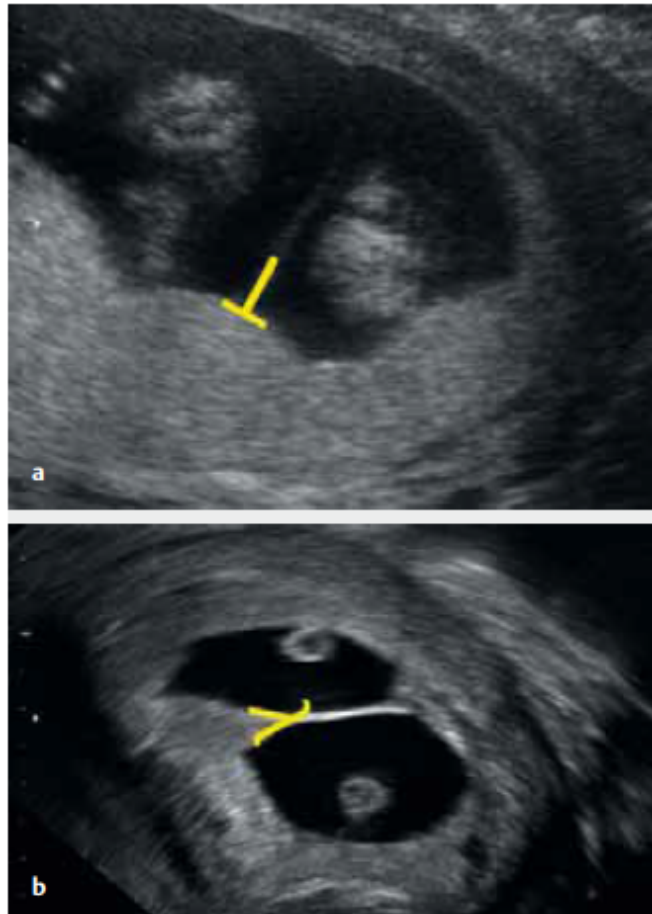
Chorionizitätsbestimmung mittels Sonographie. a „T-Zeichen“ bei MCDA Zwillingschwangerschaft, b Dichoriale Gemini mit „Lambda sign“ (12)
